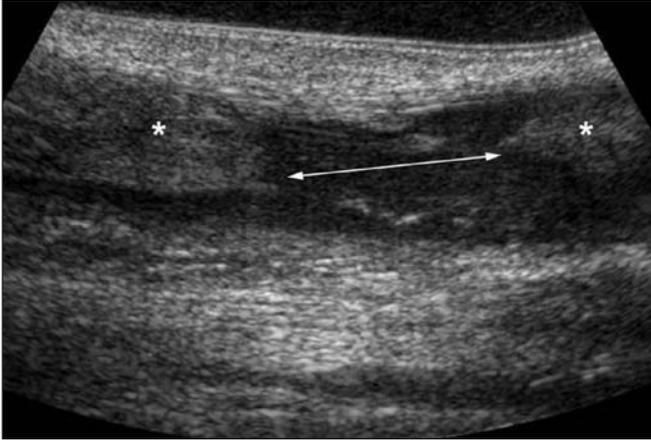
Ultrasonido diagnóstico de una sección tendinosa. Los cabos tendinosos se señalan con un asterisco (*)
